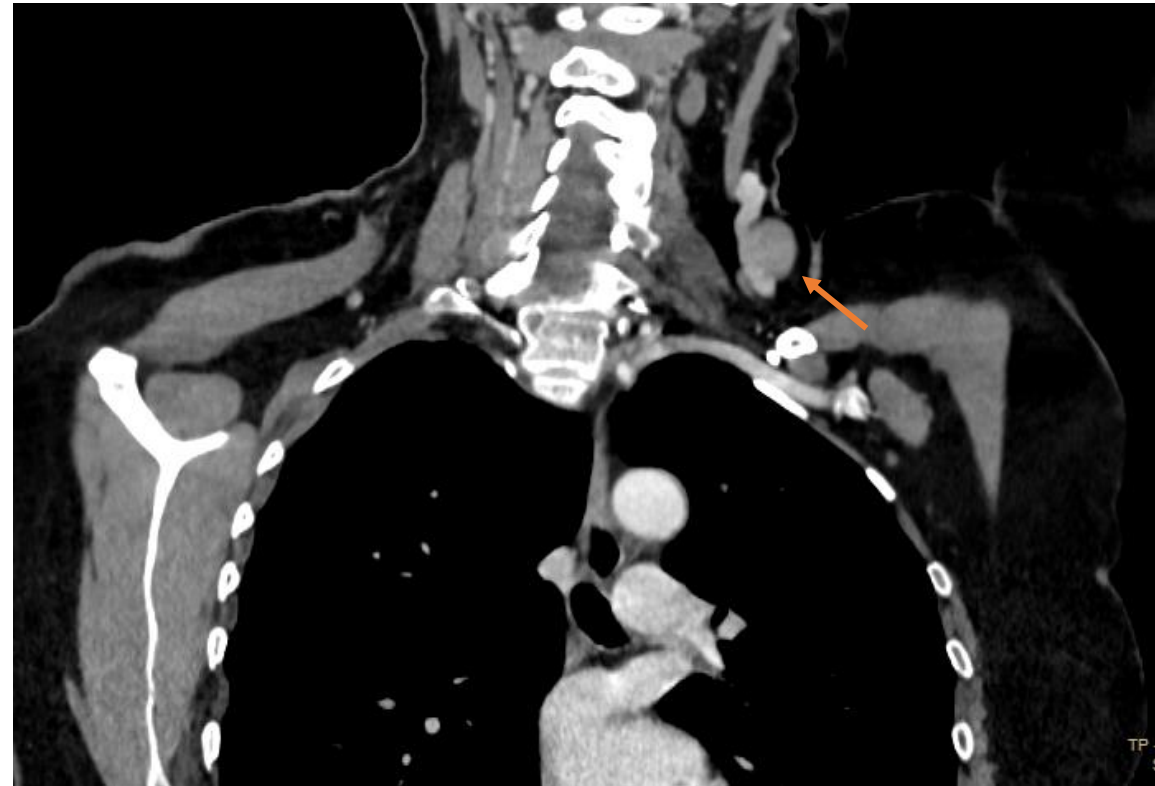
En el TC torácico se observó dilatación aneurismática venosa de la vena yugular izquierda con desembocadura en la vena subclavia ipsilateral.
